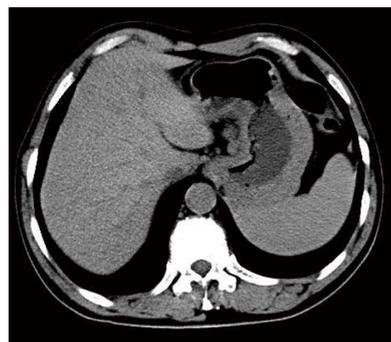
病例4, 男, 55岁, 食管癌胃转移. 上腹部MSCT平扫图像. MSCT: 多层螺旋CT.
